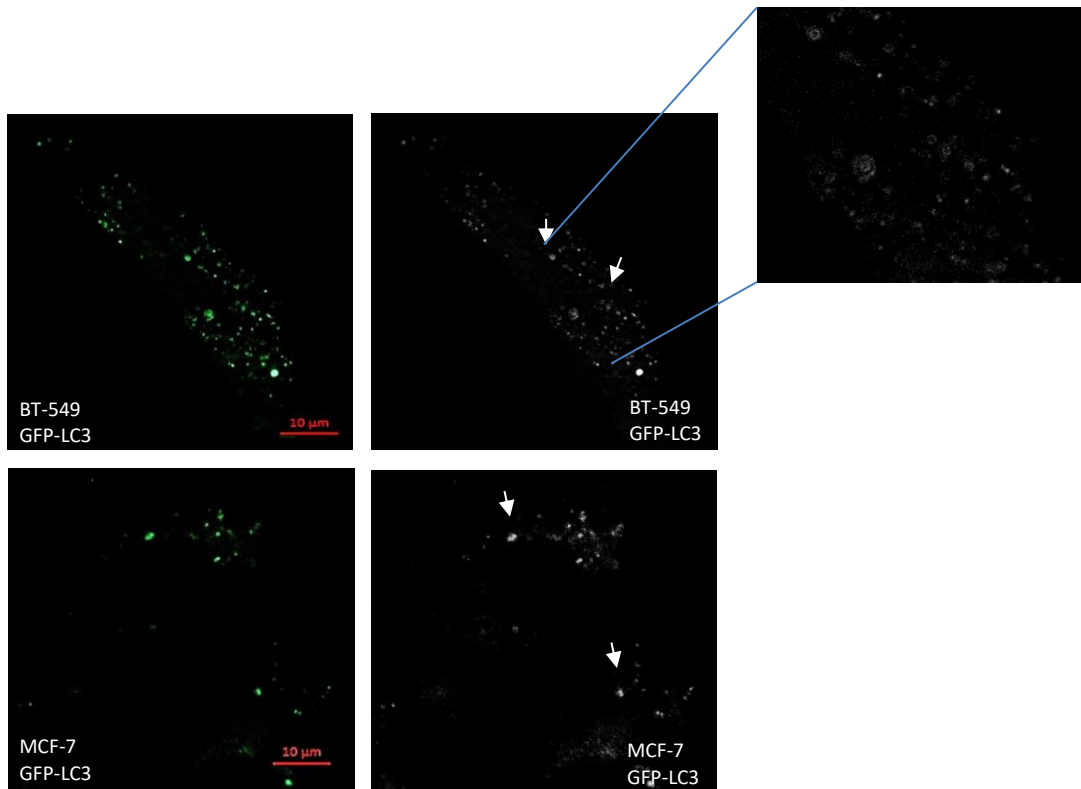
Comparación de la morfología de los autofagosomas formados por la línea celular MCF-7 contra la línea celular BT-549. Acercamiento en autofagosomas de BT-549.
